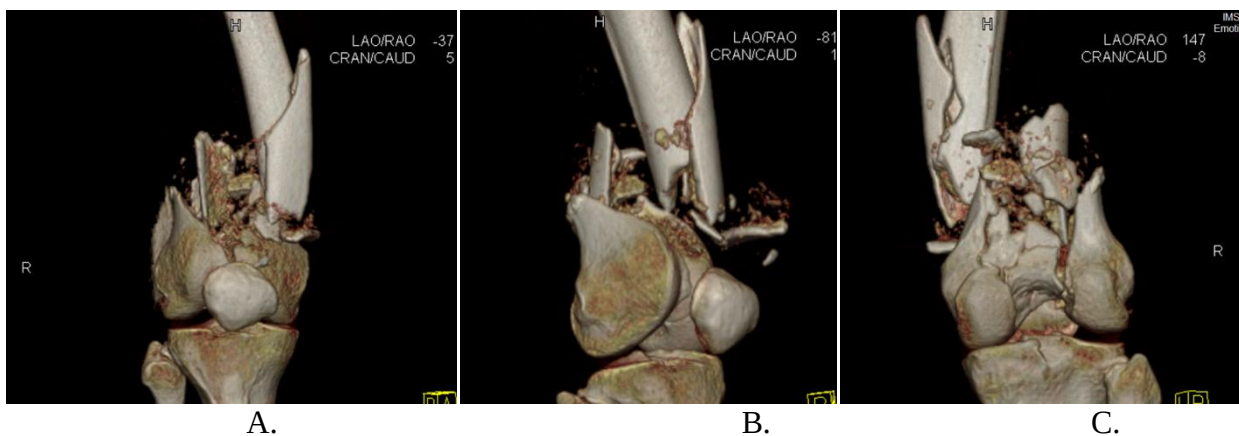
Pacientul Ț.D., nr. fișei 8782 (anul 2013). CT a fracturii femurului distal drept de tipul C2: A – imagine anterioară, B – imagine laterală, C – imagine posterioară.
